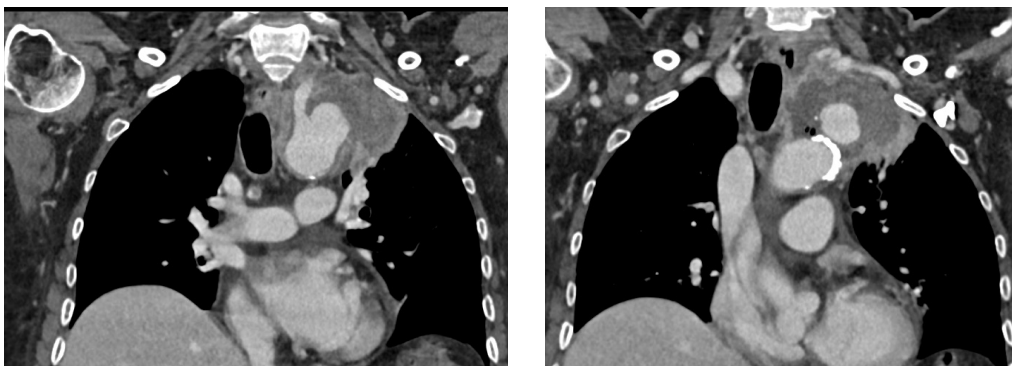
Tomografías de tórax con contraste, en plano coronal, muestran la estrecha relación del pseudoaneurisma con el origen de la arteria subclavia izquierda y la extensión del hematoma hasta el nivel de la apertura torácica superior. Se observa además pequeñas burbujas de aire en el interior del hematoma, así como un pequeño bronquio distal que impresiona comunicar con el hematoma, compatible con fistula aortobronquial.
